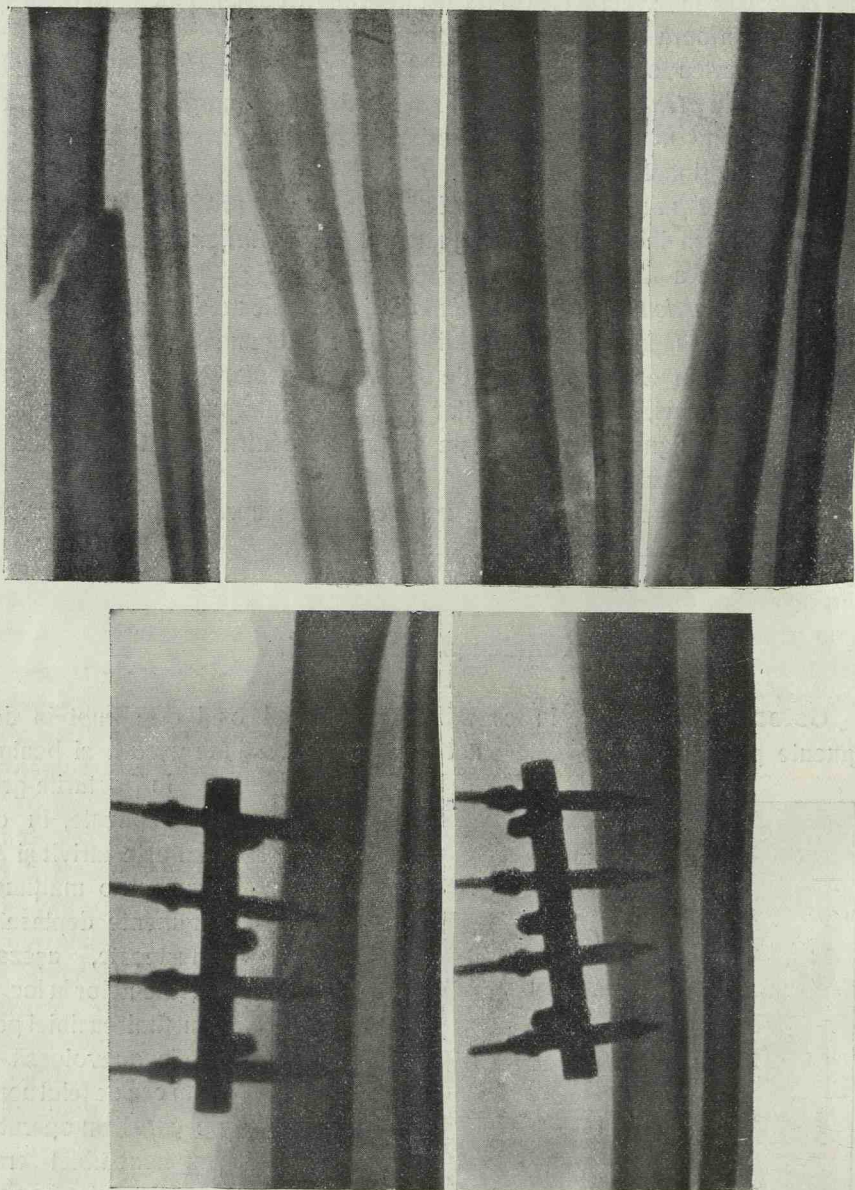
Fractura tibiei tratată cu fixatorul mijlociu. Radiografiile, de la partea sup. dreaptă, arată rezultatul definitiv.
